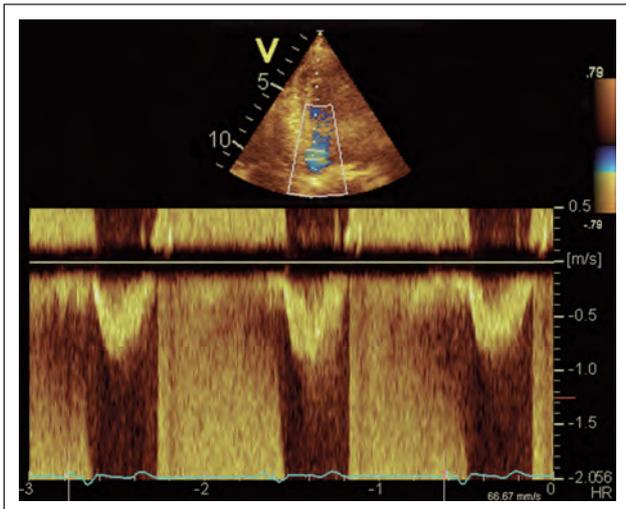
PW-Doppler-Signal des LVOT (apikaler Fünfkammerblick).
